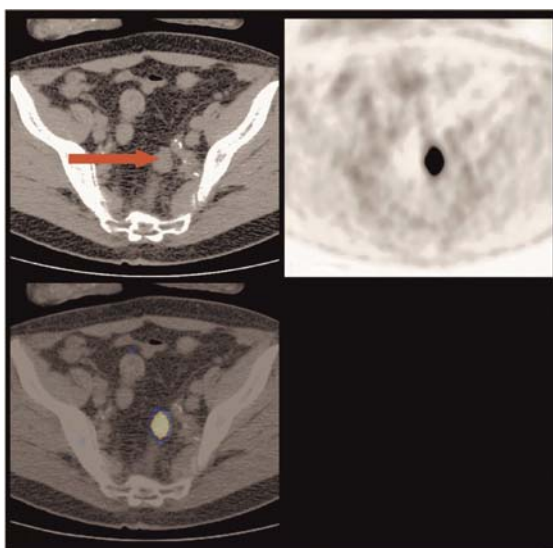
Rialzo del CEA con TC normale. L'immagine mette in evidenza localizzazione di FDG nella regione pelvica
